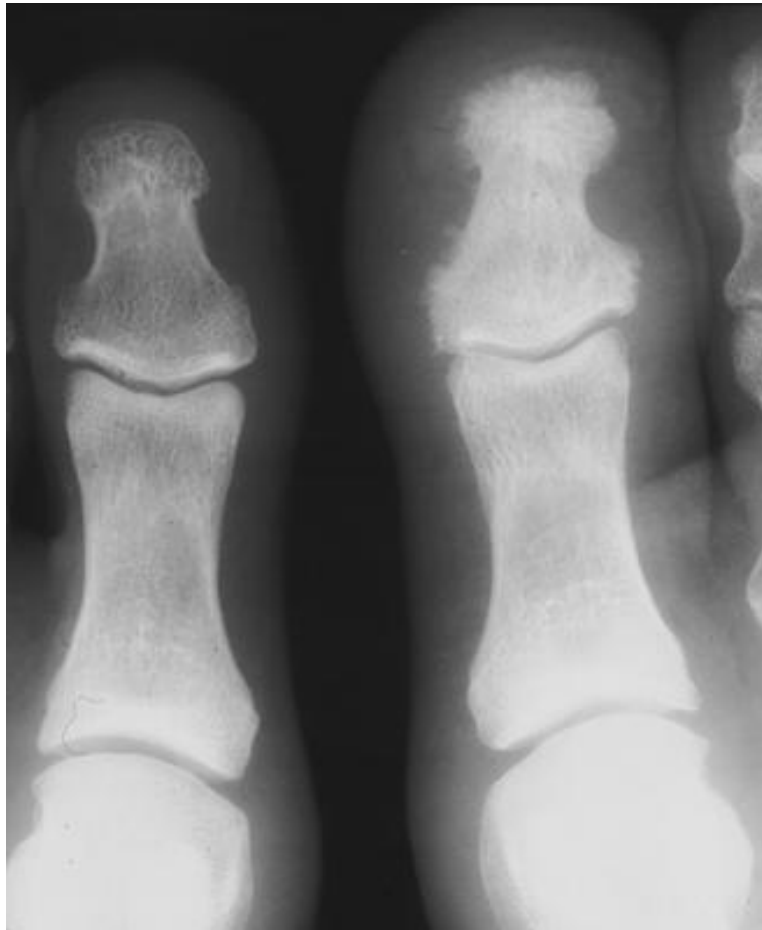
33. Radiografía comparativa de los primeros orjejos de los pies que muestra una falange izquierda densa en un paciente con artritis psoriasica.
